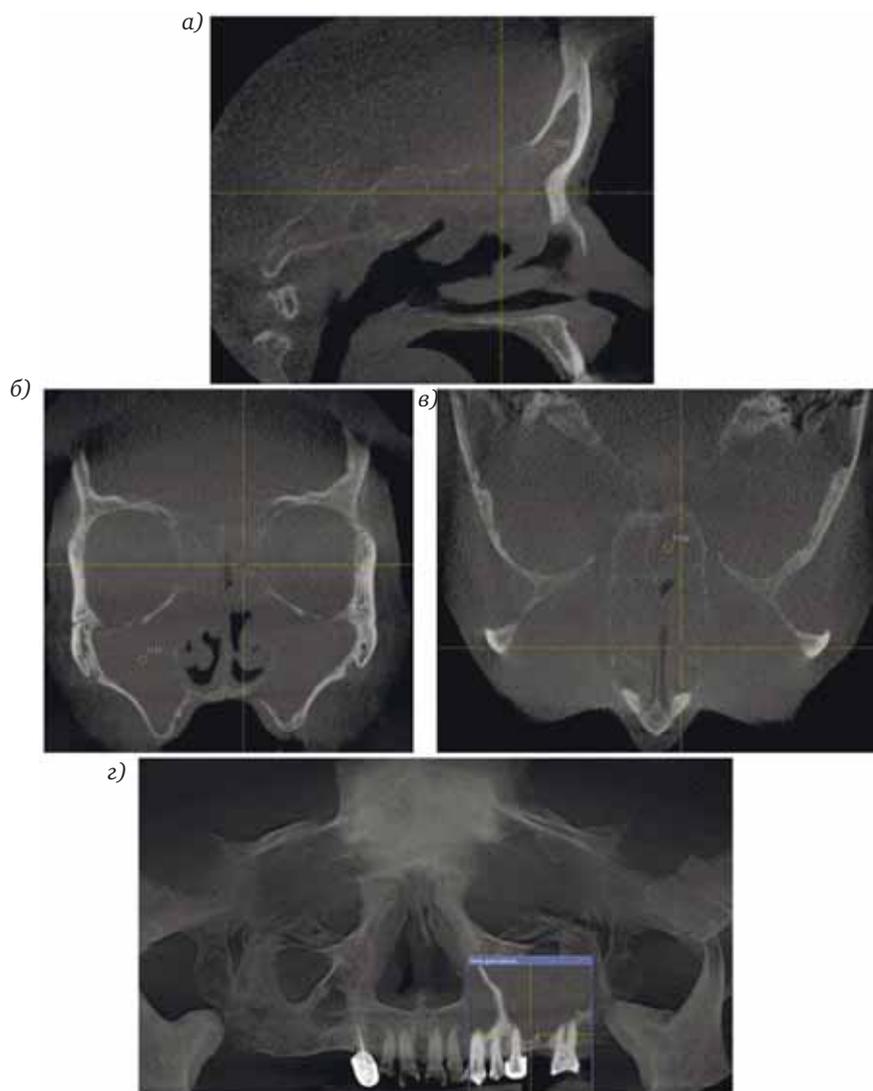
Б-ная К., 70 лет; диагноз: хронический полипозный риносинусит, полипоз полости носа, бронхиальная астма, полная аспириновая триада, поливалентная медикаментозная аллергия. Цифровая объемная томография: в режиме трехмерной рентгенографии – в трех плоскостях (сагиттальной – а, фронтальной – б, аксиальной – в) определяется тотальное затемнение всех околоносовых пазух по типу полипозных разрастаний, частичная атрофия костных стенок околоносовых пазух от давления, расширение зоны естественных соустьев; в режиме «панорамная зонография» (г) – множественная вторичная адентия зубов верхней челюсти. Локальная денситометрия 1118–1292.
